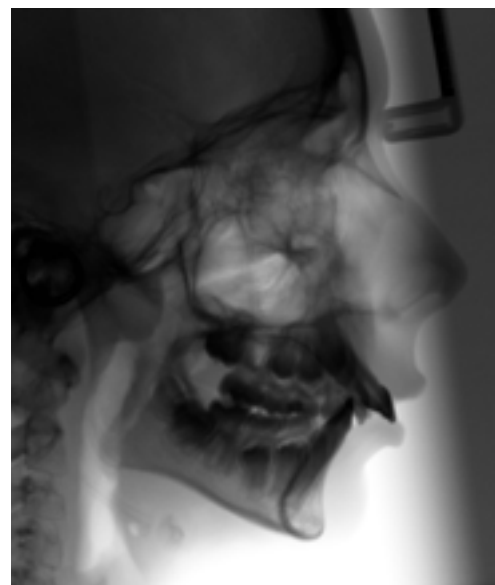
Radiografía lateral de cráneo en un paciente que presenta una Clase II división primera por déficit mandibular. Nótese el gran resalte existente y la gran vestibulización de los incisivos superiores.
